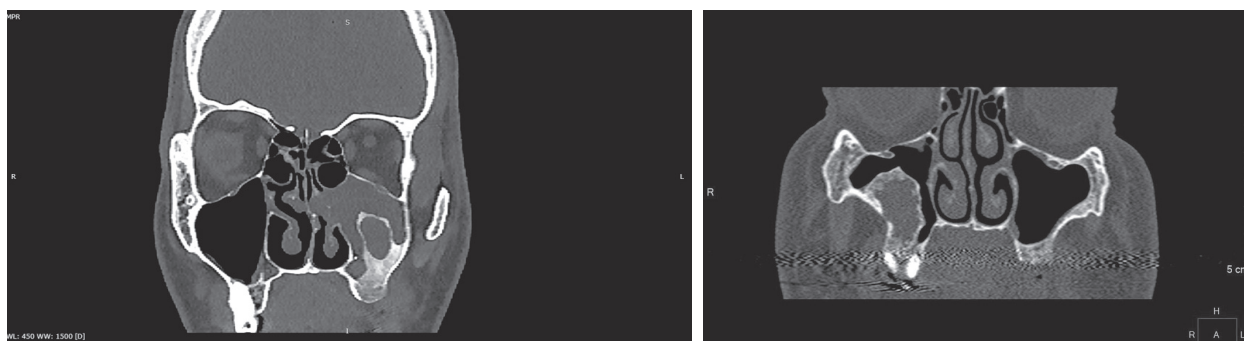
МСКТ, кософронтальные реконструкции. Резидуальные кисты с признаками неоостеогенеза
